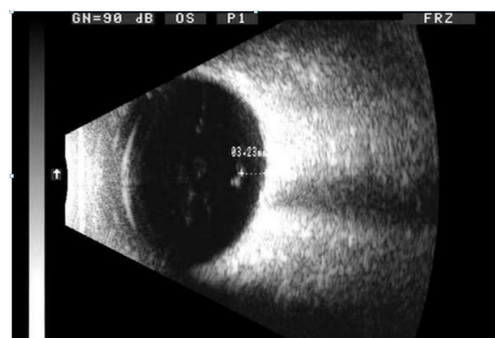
B 型超声可测量玻璃体混浊物与视网膜的距离。
